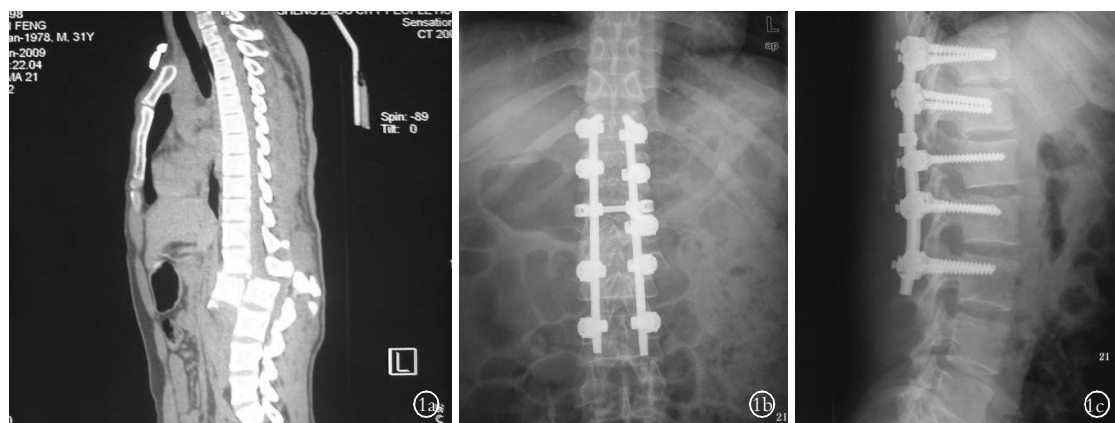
患者,男,35 岁,车祸导致 L₁-L₂ 椎体完全性骨折脱位 1a. 术前 CT 示 L₁-L₂ 椎体完全性骨折脱位 1b. 术后 2 周正位 X 线片示 L₁-L₂ 椎体无侧方脱位,内固定物位置正确 1c. 术后 2 周侧位 X 线片示 L₁-L₂ 椎体完全性骨折脱位已纠正,内固定物位置正确
